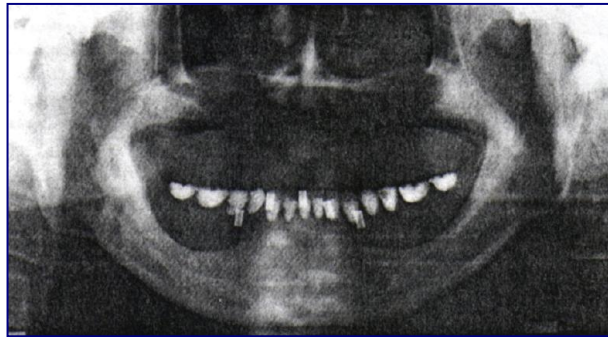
Figura # 46.A.- Tomografía panorámica de plantilla en el maxilar del paciente con cinco tubos de acero inoxidable
